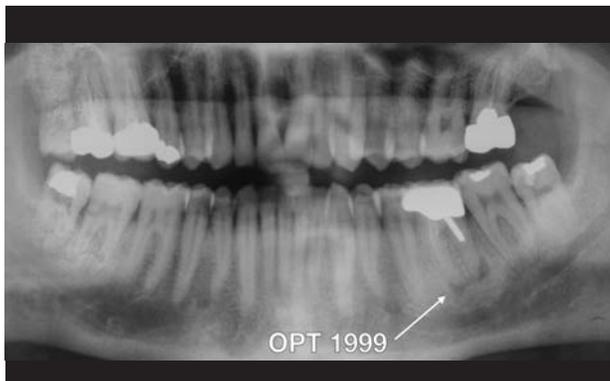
OPT 1999: elemento 36 devitalizzato e protesizzato, con lesioni periapicali
